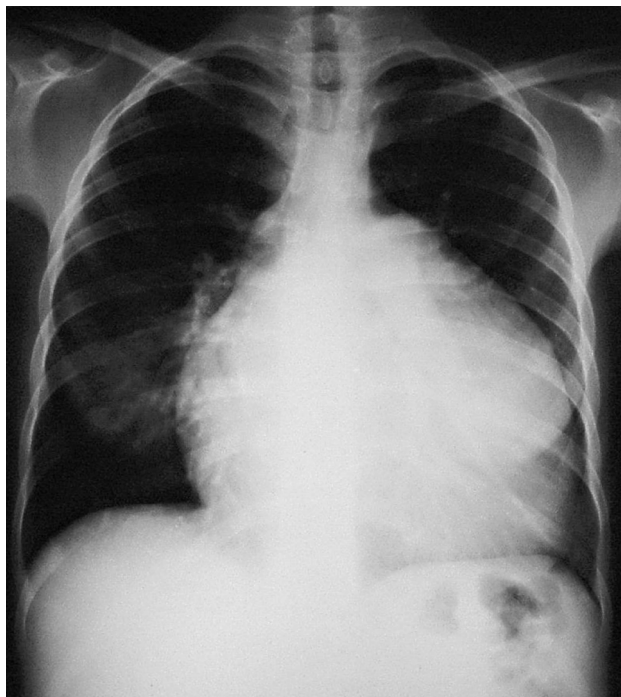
Radiografia do tórax (PA), mostrando grande aumento da área cardíaca às custas das cavidades direita e tronco pulmonar proeminente, com atenuação vascular periférica.
